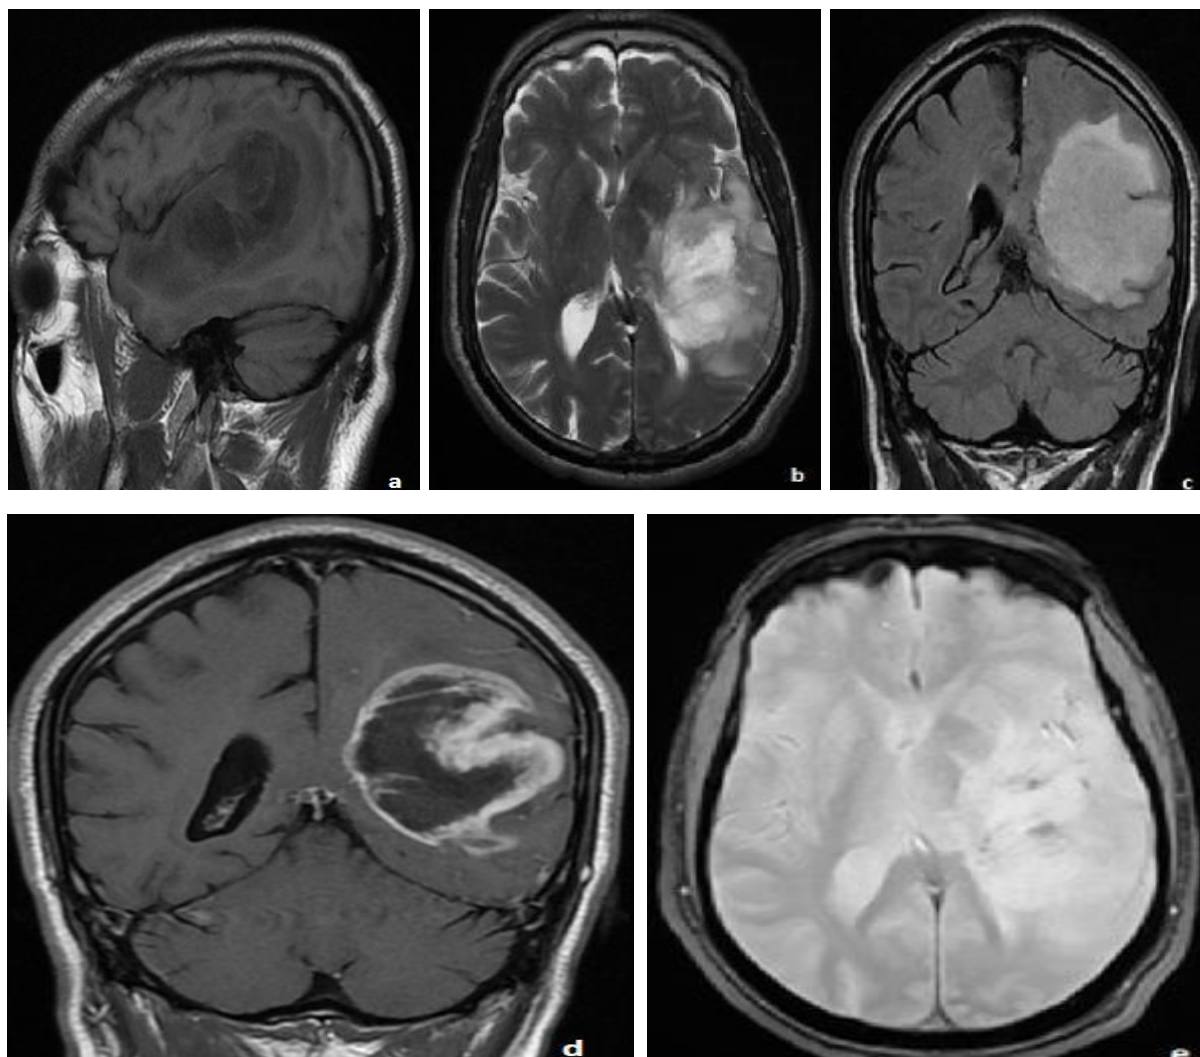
Coupes IRM objectivant une tumeur tissulaire intraaxiale hémisphérique temporo-pariétale gauche, à contours irréguliers, hypointense en T1 (a), hyperintense en T2 (b) et FLAIR, s'entourant d'un oedème périlésionnel (c). Elle se rehausse de façon intense sous forme d'un anneau épais irrégulier autour d'une nécrose centrale (d). Des hyposignaux sont observés en écho de gradient (T2*), correspondant à des remaniements hémorragiques (e)(Service de radiologie CHU Hassan II).
